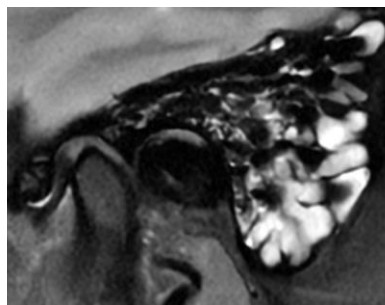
Efusión mastoidea en RM de ATM en secuencia T2
